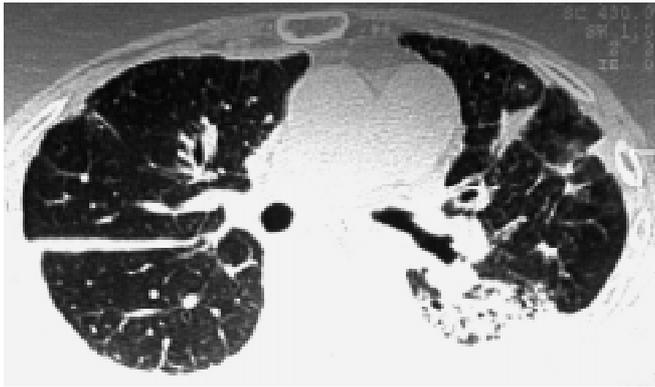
Комп'ютерна томограма ОГК. Осередкові та інфільтративні зміни відсутні; у верхній частці лівої легені явища післяпроменевого фіброзу, ущільнення міжчасточкової плеври у правій легені
